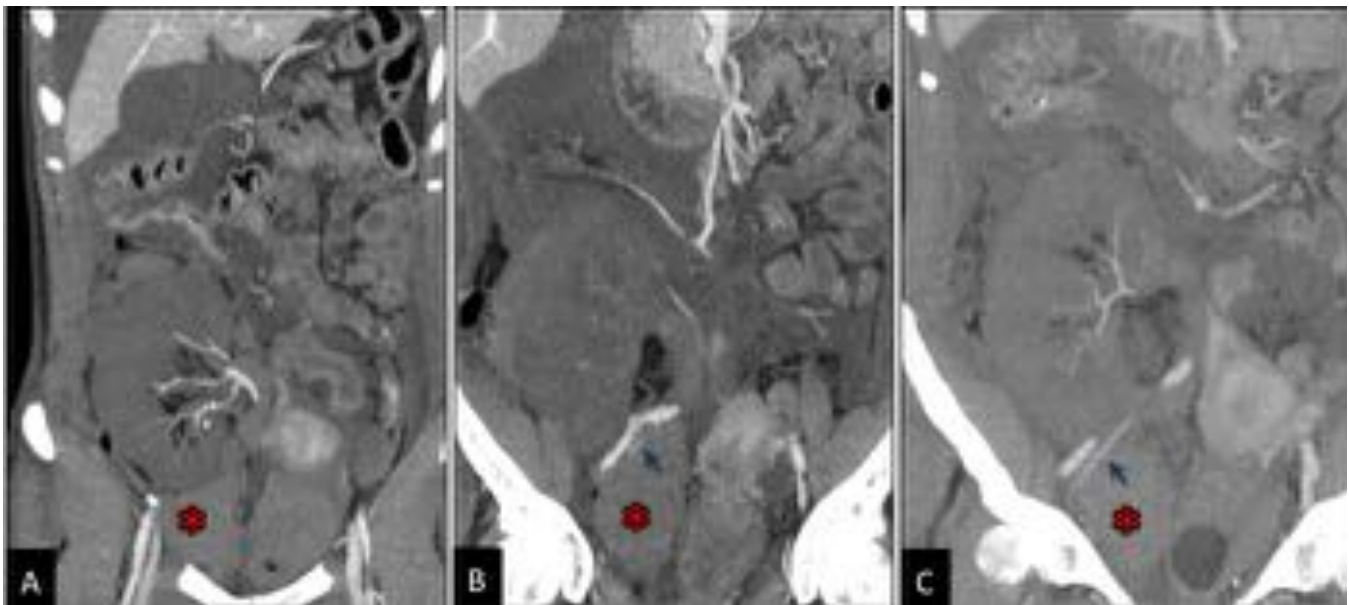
Compromiso severo del retorno venoso. Reconstrucciones MPR y MIP en plano coronal de TC de abdomen y pelvis con contraste i.v. en fase arterial (A) y portal (B y C). Se identifica vena ilíaca externa permeable con ausencia de opacificación de la vena renal. No existe realce del injerto tras contraste i.v. Hematoma adyacente al polo inferior del injerto. Flecha azul = vena renal. Hematoma =
